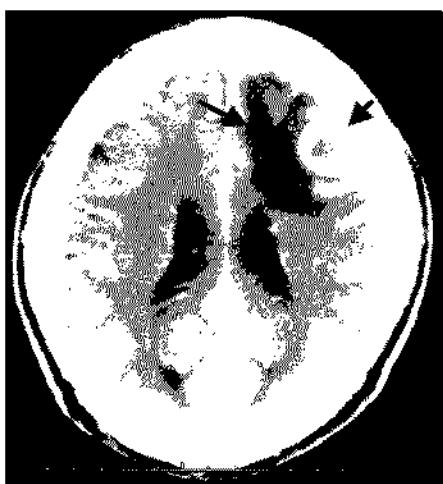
Plain computed tomography image of the head. A marked tumor with a high-density area and a peritumoral low density-area in the cerebrum (arrows) is observed.
